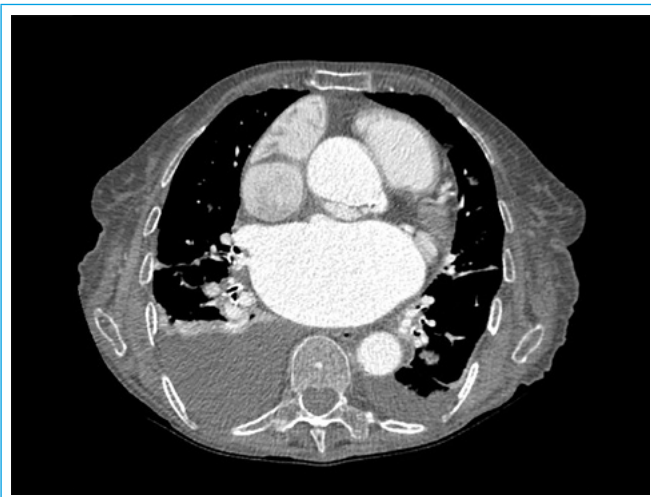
Disección de la raíz aórtica evaluada en imagen axial con TC
